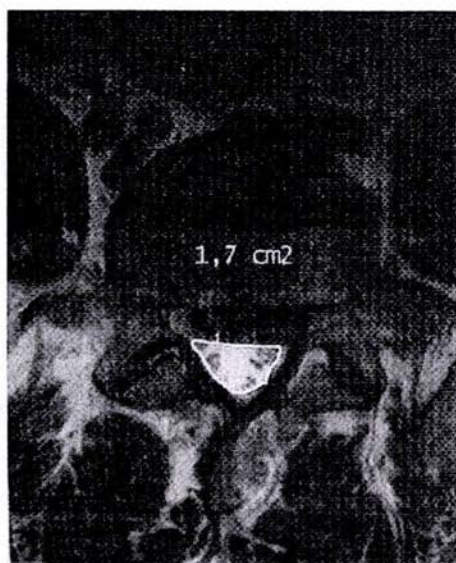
Imagen axial de RM (T2) en un canal lumbar normal
